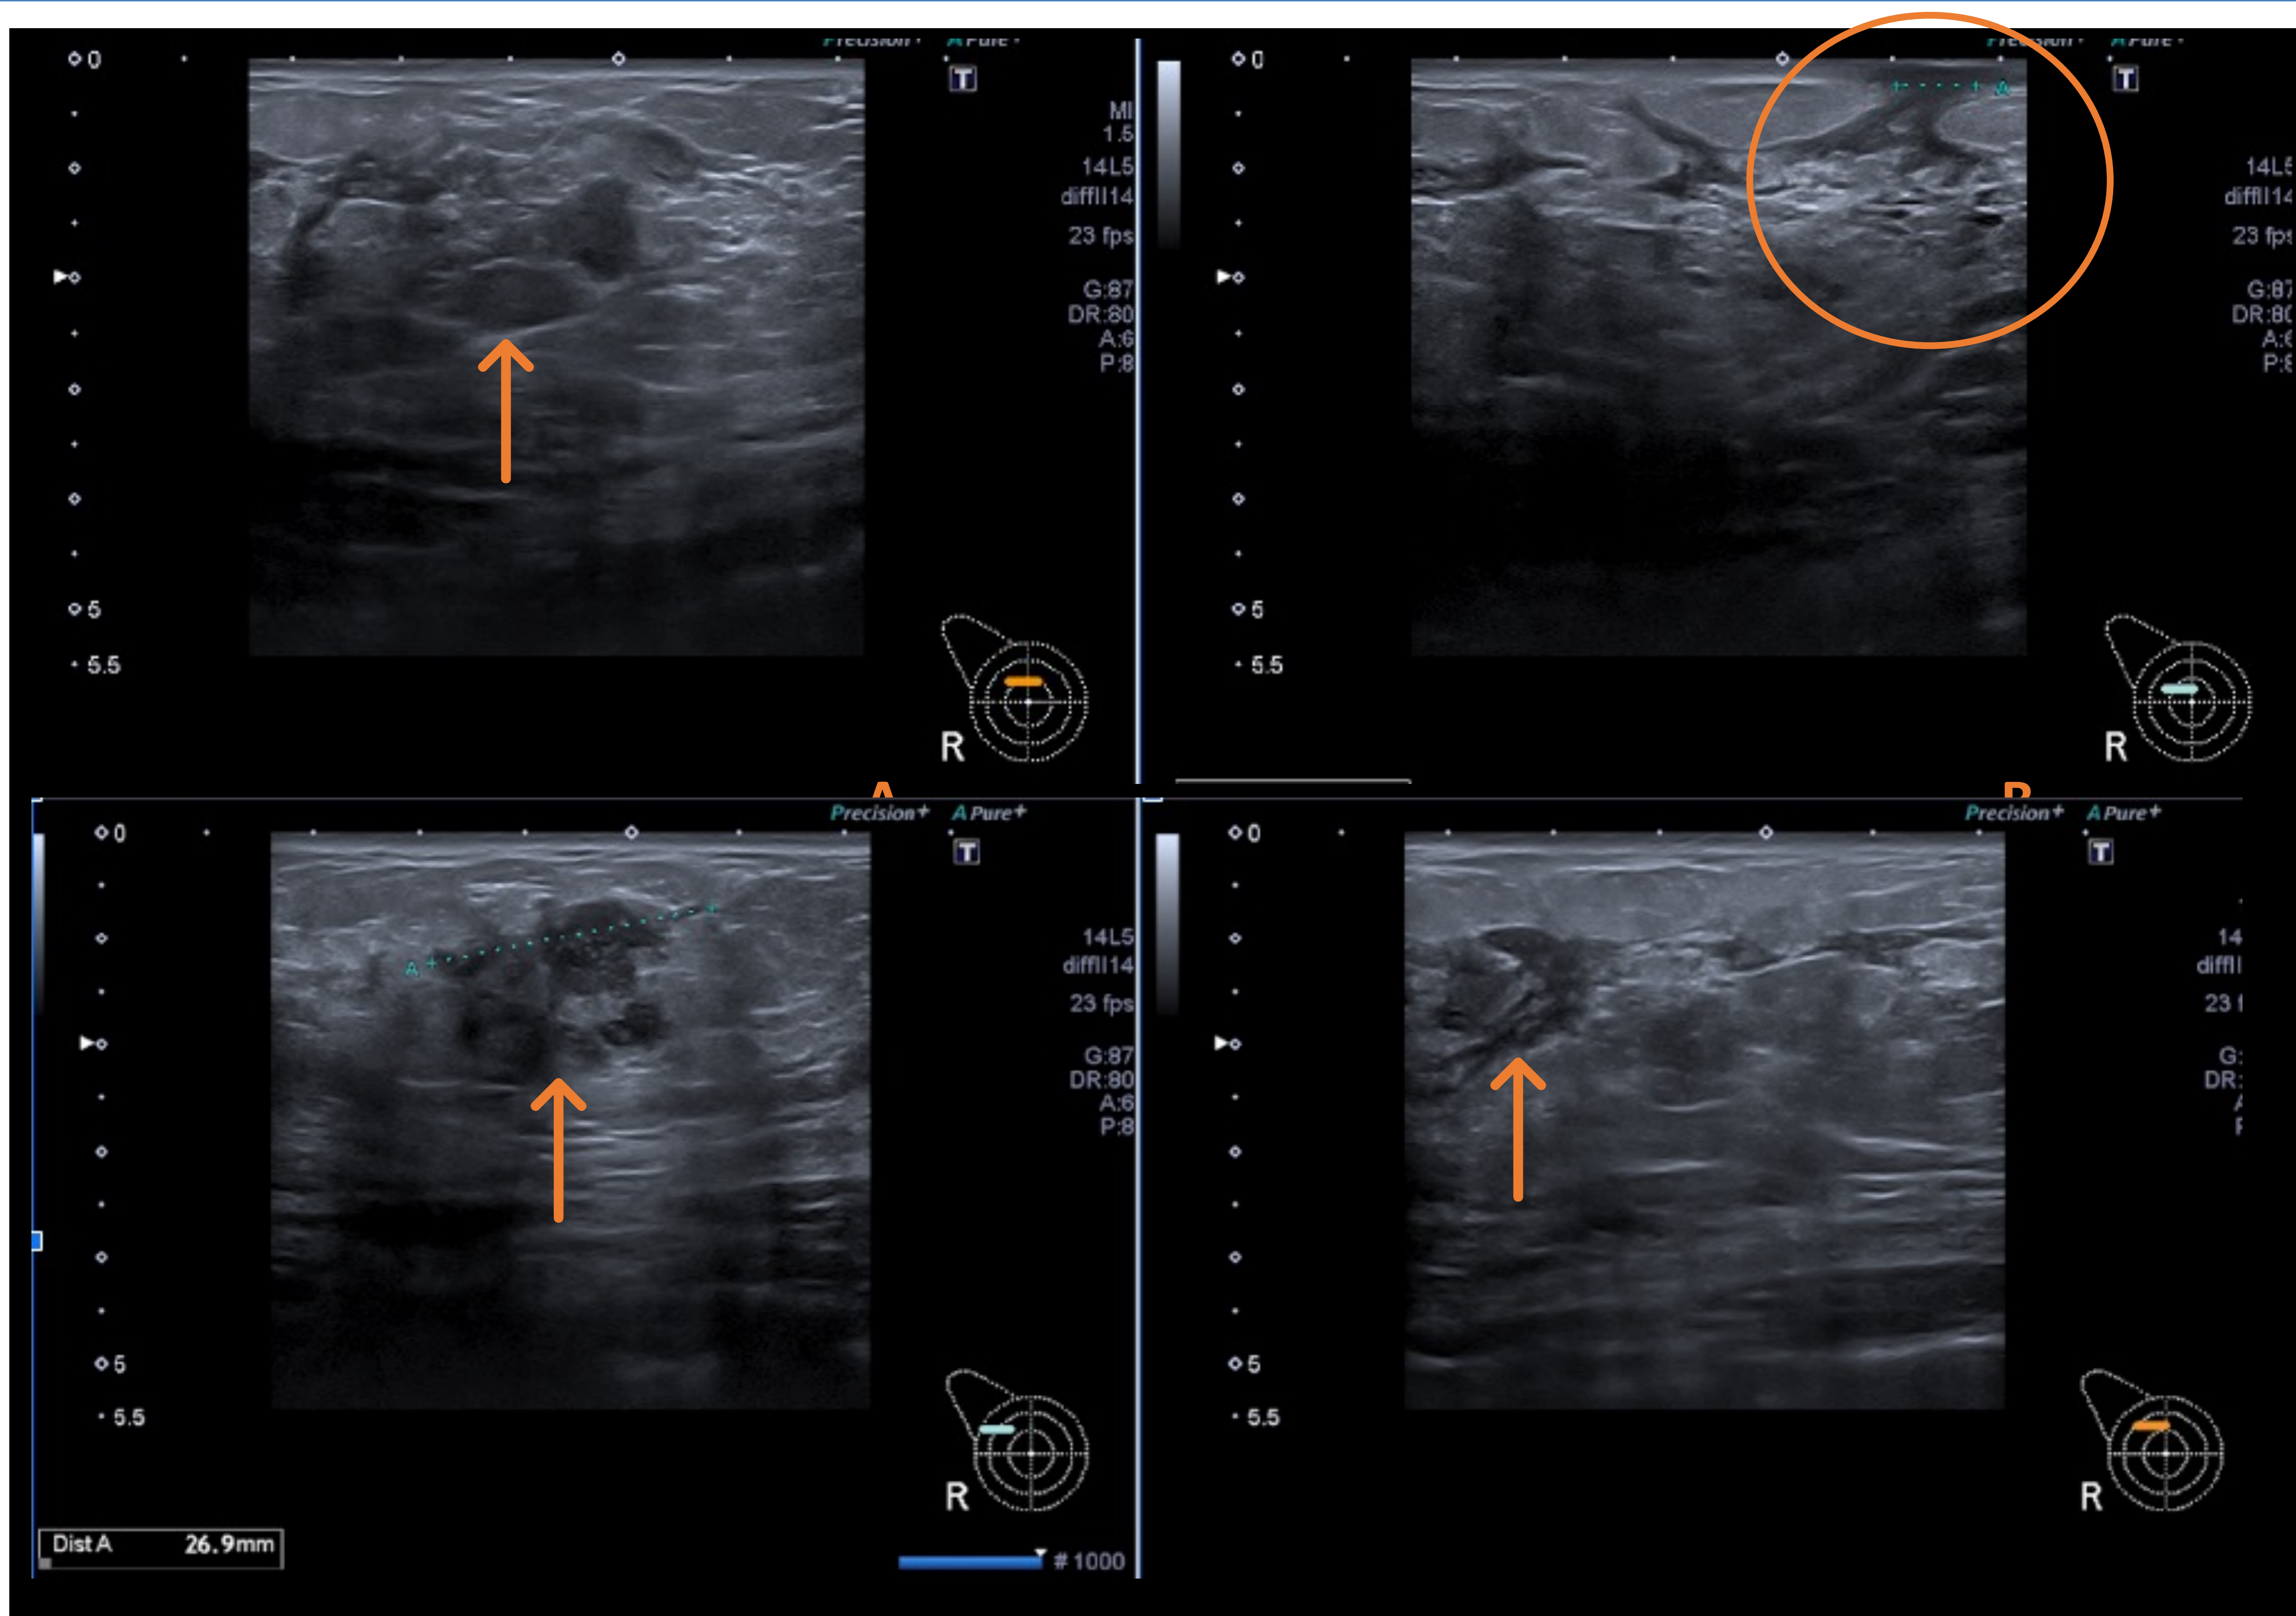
Mujer joven latinoamericana con dolor y enrojecimiento de MD sin mejoría con tratamiento antibiótico. Por ecografía se aprecian cambios inflamatorios (A-D) con masa irregular hipoecoica (C, D) que se asocia a trayecto fistuloso con apertura a la piel (B, E). Estudio histológico ha confirmado la mastitis crónica granulomatosa.
